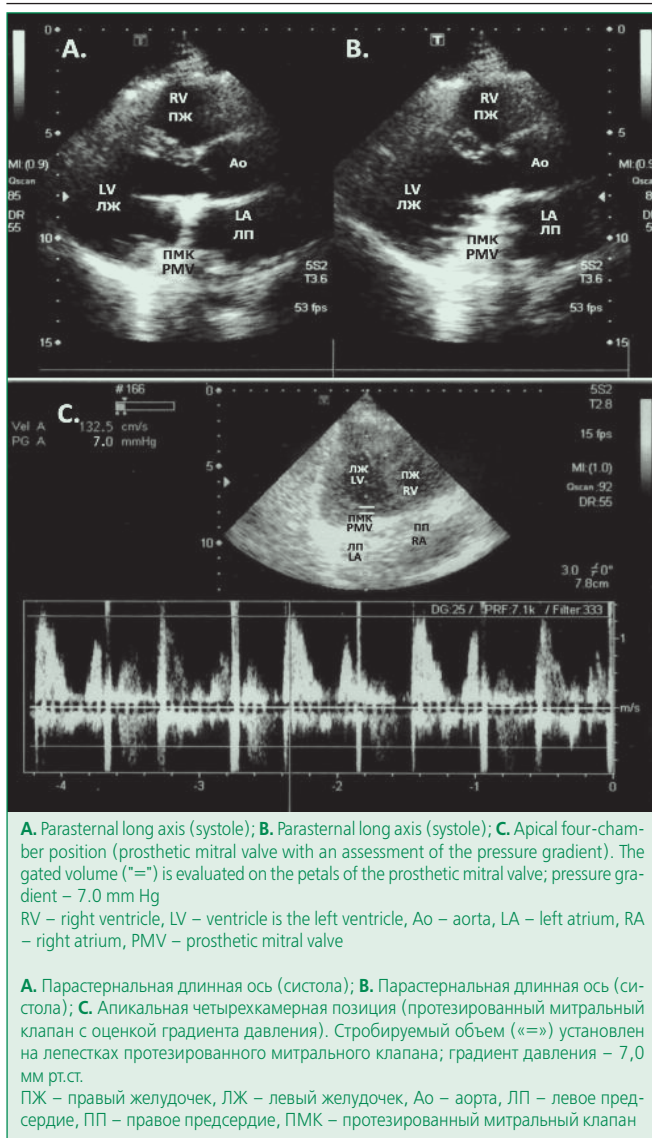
Echocardiogram of the patient
